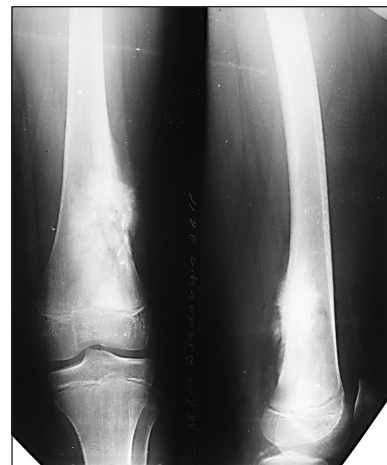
Рентгенограми нижньої третини лівого стегна та ділянки колінного суглоба пацієнта Д., 11 р., до хірургічного втручання. Діагноз: остеогенна саркома нижньої третини лівої стегнової кістки
